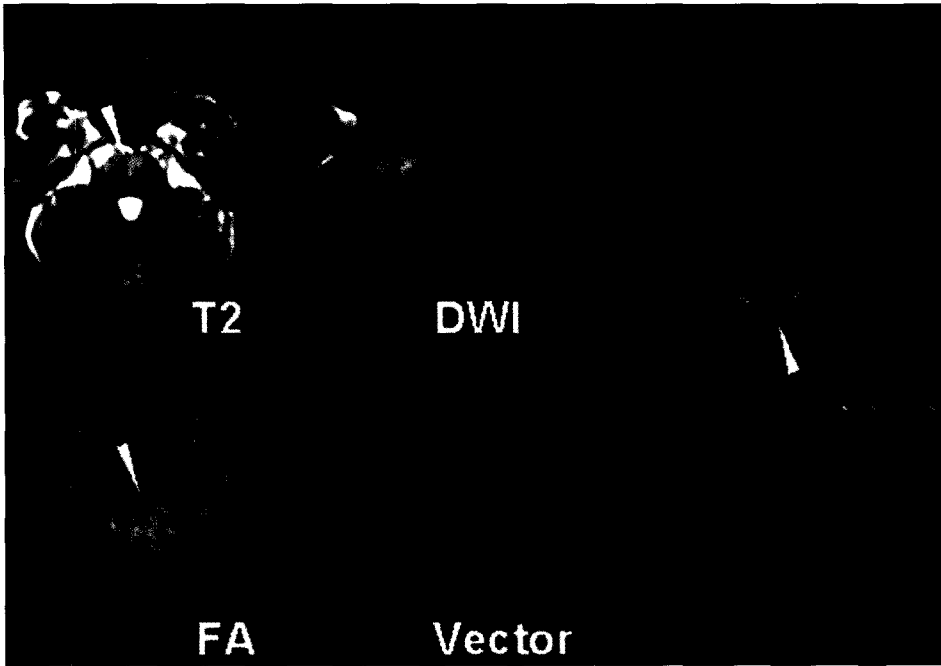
A 52-year-old female with known multiple sclerosis. There are multiple high signal intensity lesions in anterior aspect of pons on T2 and DWI (arrowheads). Decreased anisotropy is demonstrated on FA map (arrowhead) and the lesions mainly affect transverse pontine fibers on vector map (arrowhead). Fiber tractography demonstrates fiber defects in mid pons on AP view (arrowhead).
